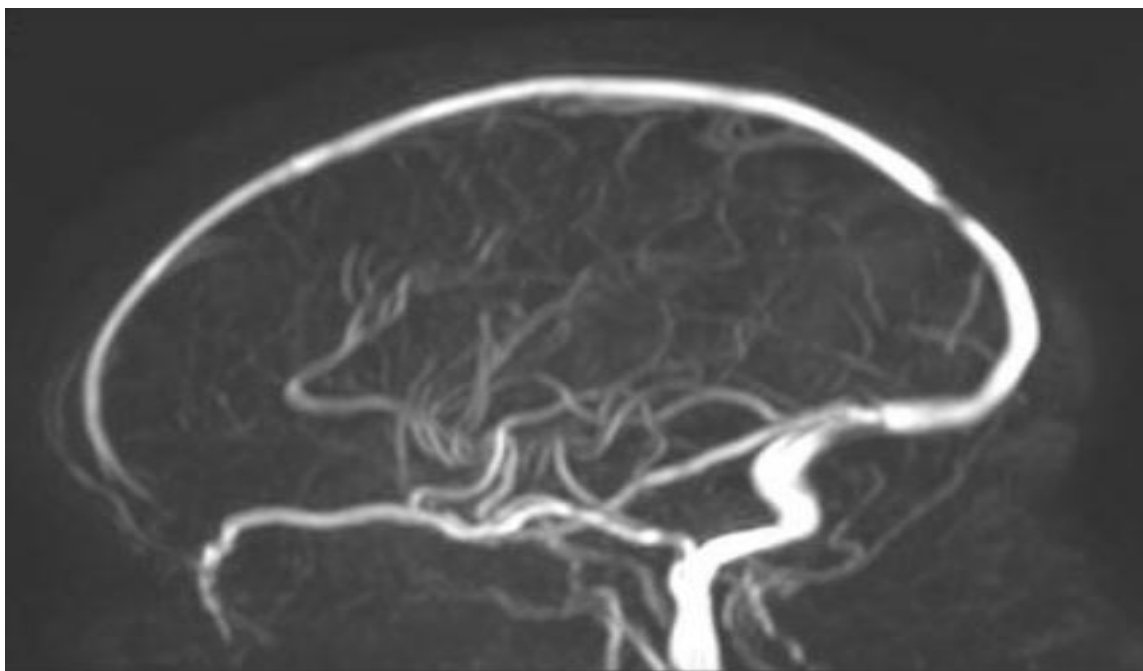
image d'Angio-IRM montrant une thrombose du sinus sagittal supérieur. [74]
